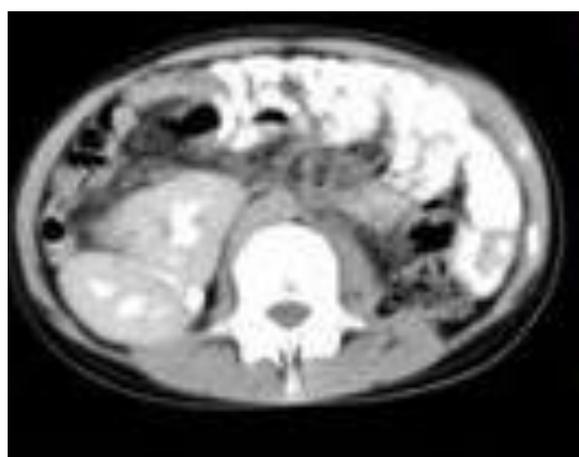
КТ. Перекрестная дистопия правой почки
